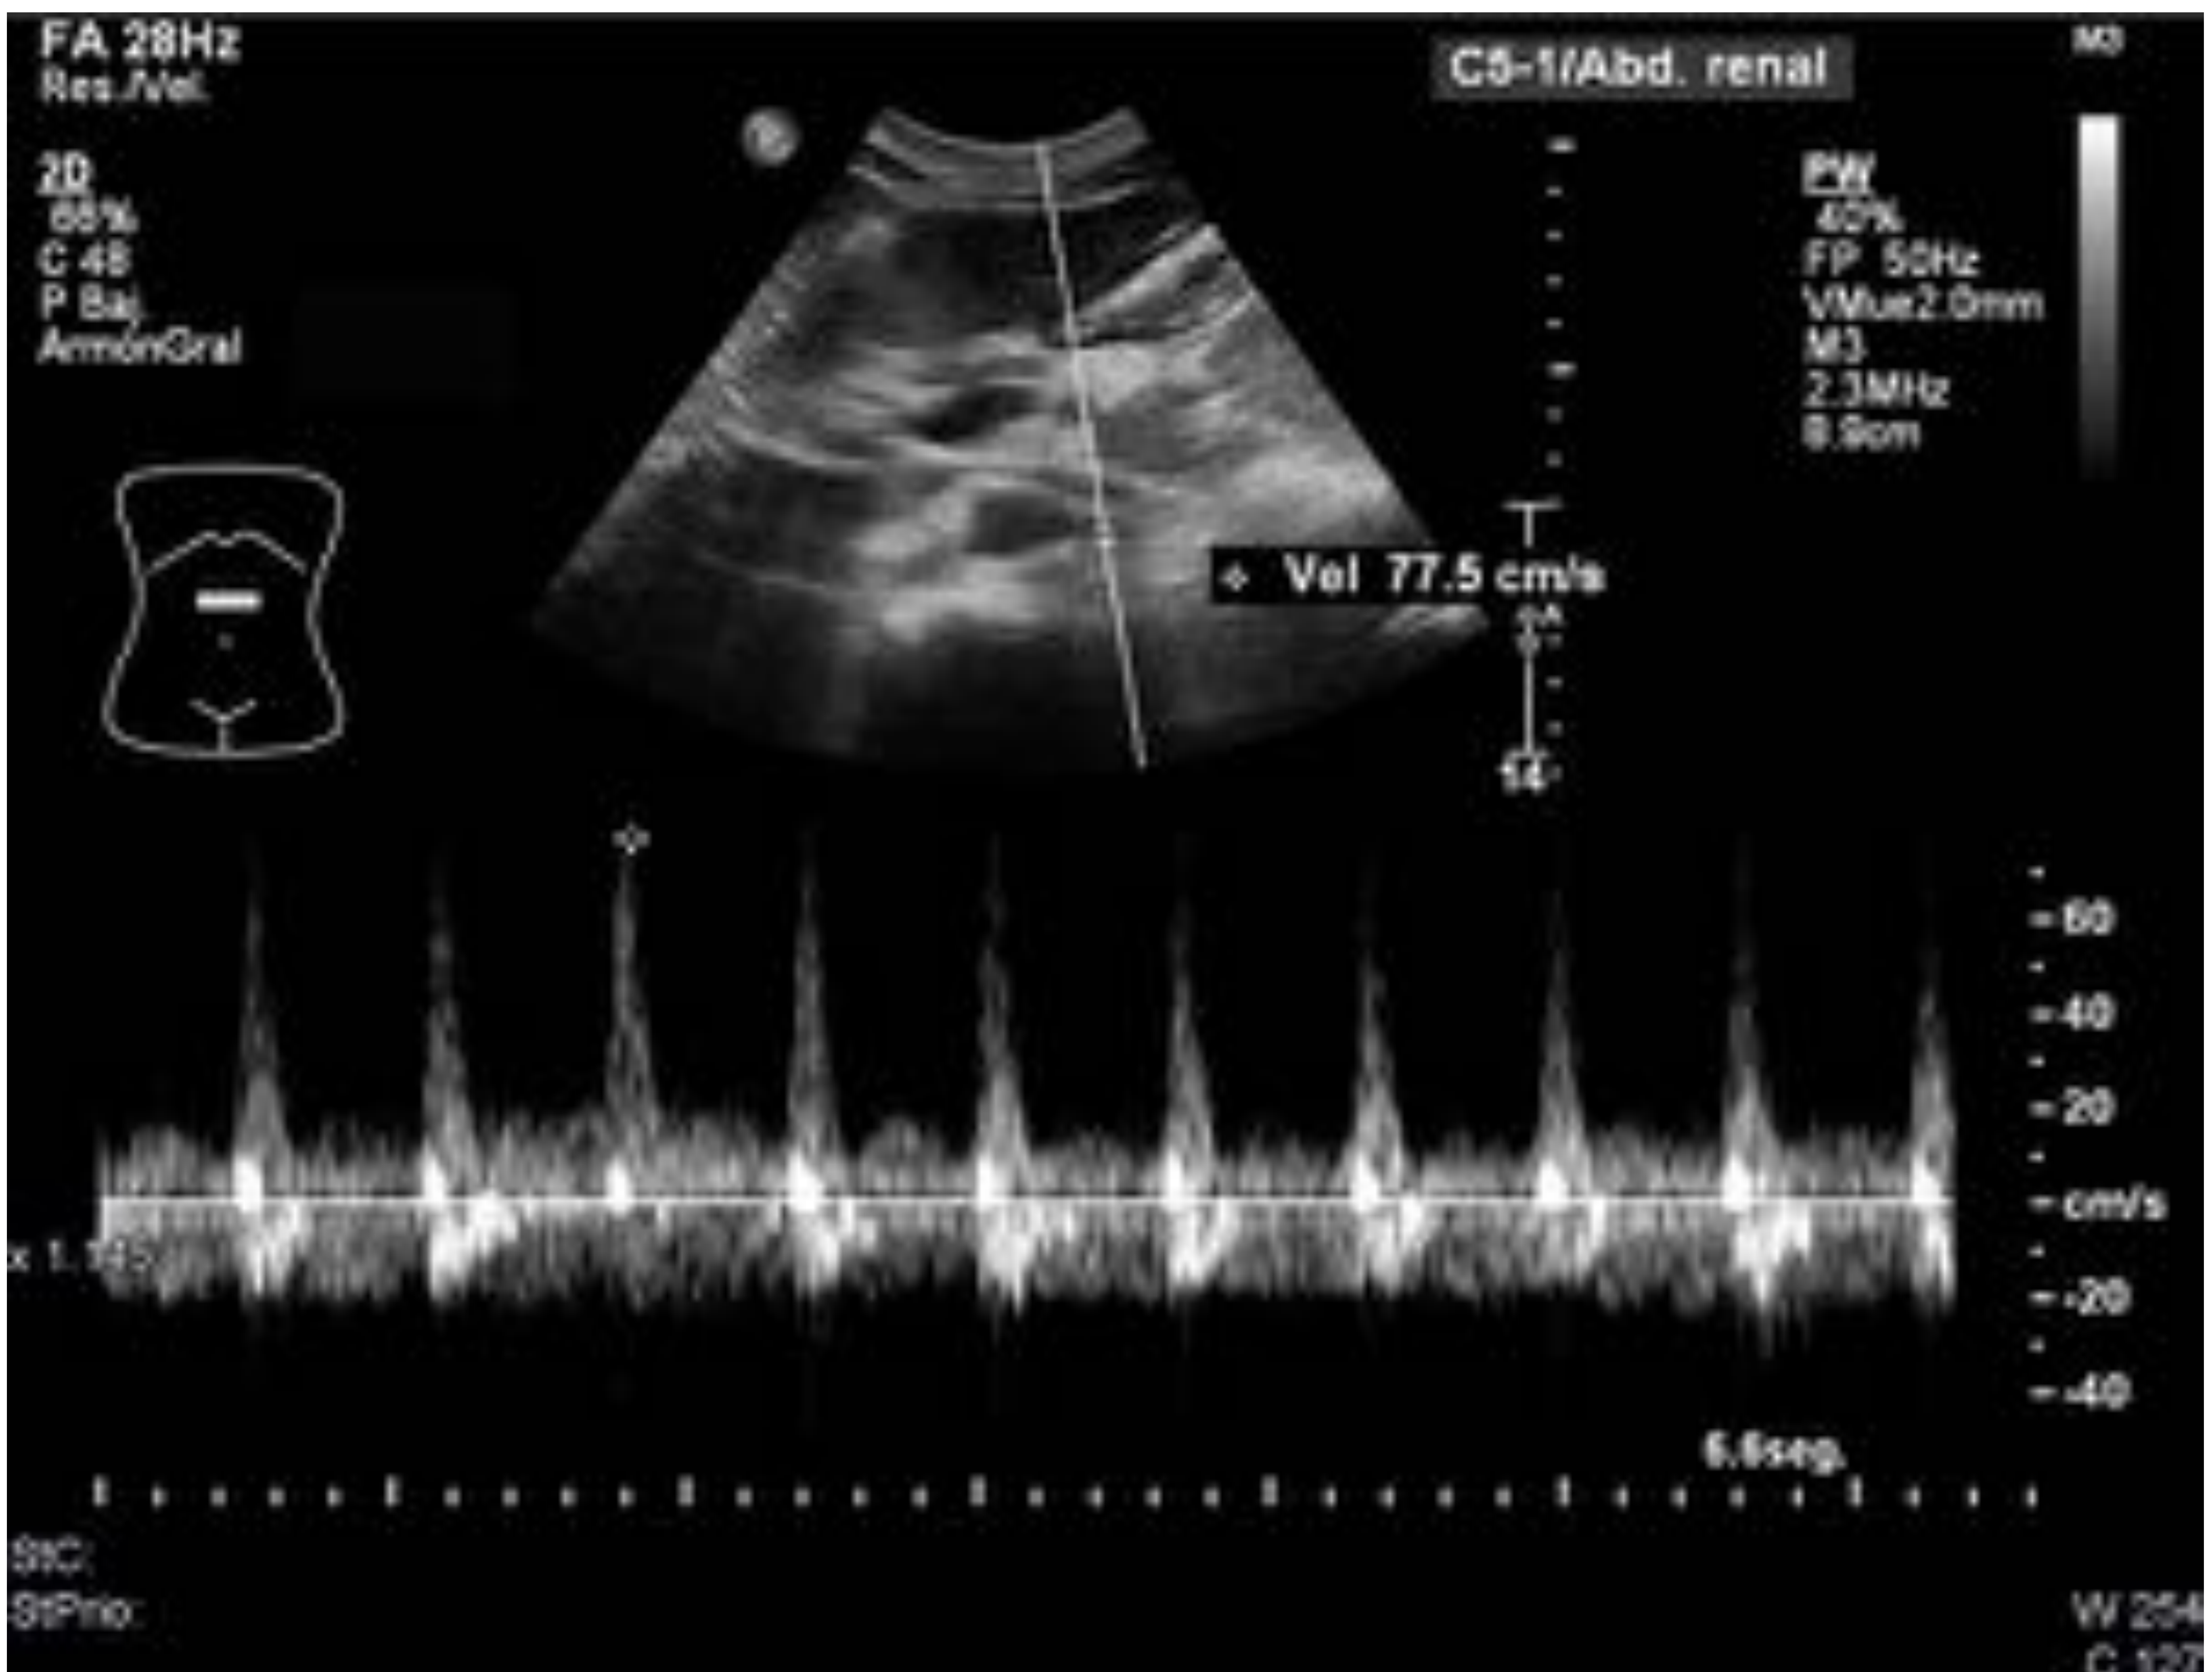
Cortes longitudinales en mesogastrio en decúbito supino. Escala de grises (A), Doppler color (B) y Doppler pulsado (C) del ostium de la arteria renal derecha (flecha roja en A). Doppler pulsado con superposición de latidos. Sin hallazgos patológicos.
